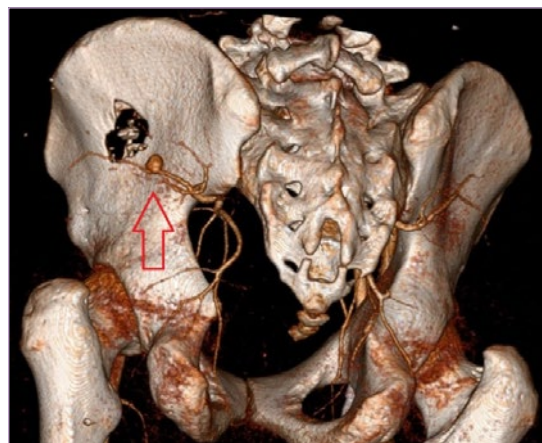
МСКТ-ангиография таза: красной стрелкой показана псевдоаневризма ВЯА
